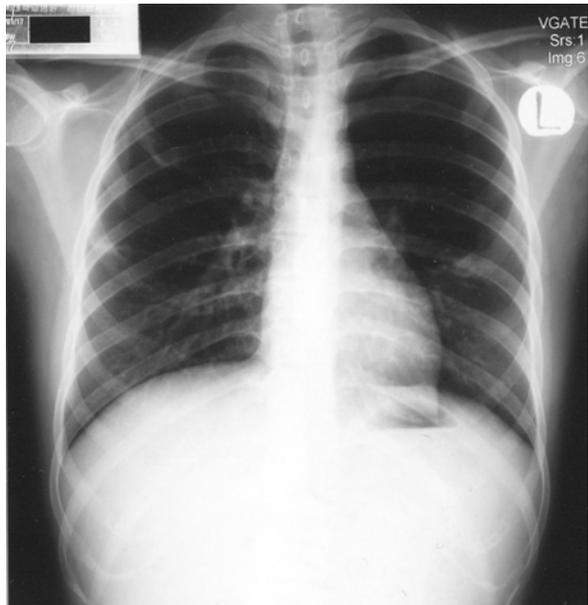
On the chest radiograph after 7 days, the size of the previously noted nodular shadows is reduced in both lungs.
